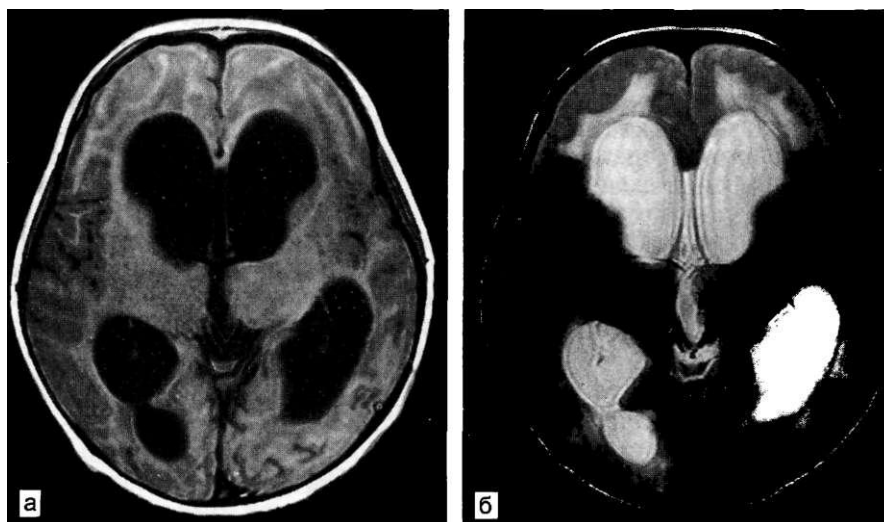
МРТ головного мозга при гидроцефалии, а — в режиме T1; б — в режиме T2.
